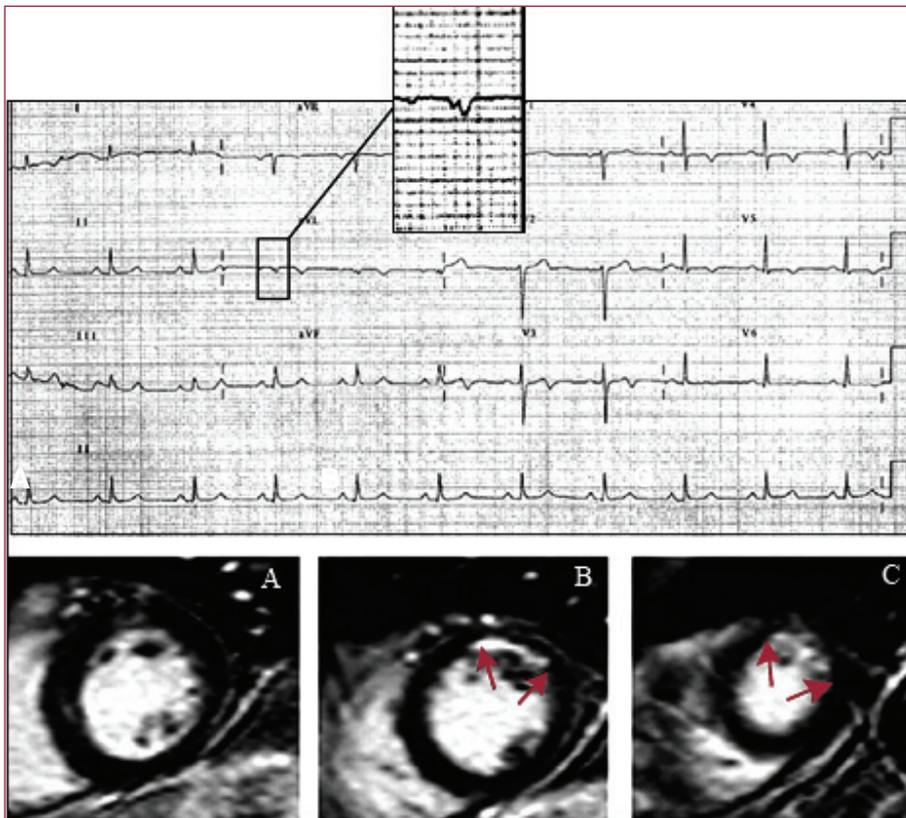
Infarto limitado anterior. Se caracteriza por una onda Q en VL e I pero no en V5-V6 y se debe a oclusión de la primera diagonal. El término «lateral alto» no es correcto. En las imágenes de resonancia magnética a nivel basal (A), medio (B) y apical (C), se observa el realce tardío (flechas) que demuestra la necrosis sólo en las porciones anterior media y apical.
